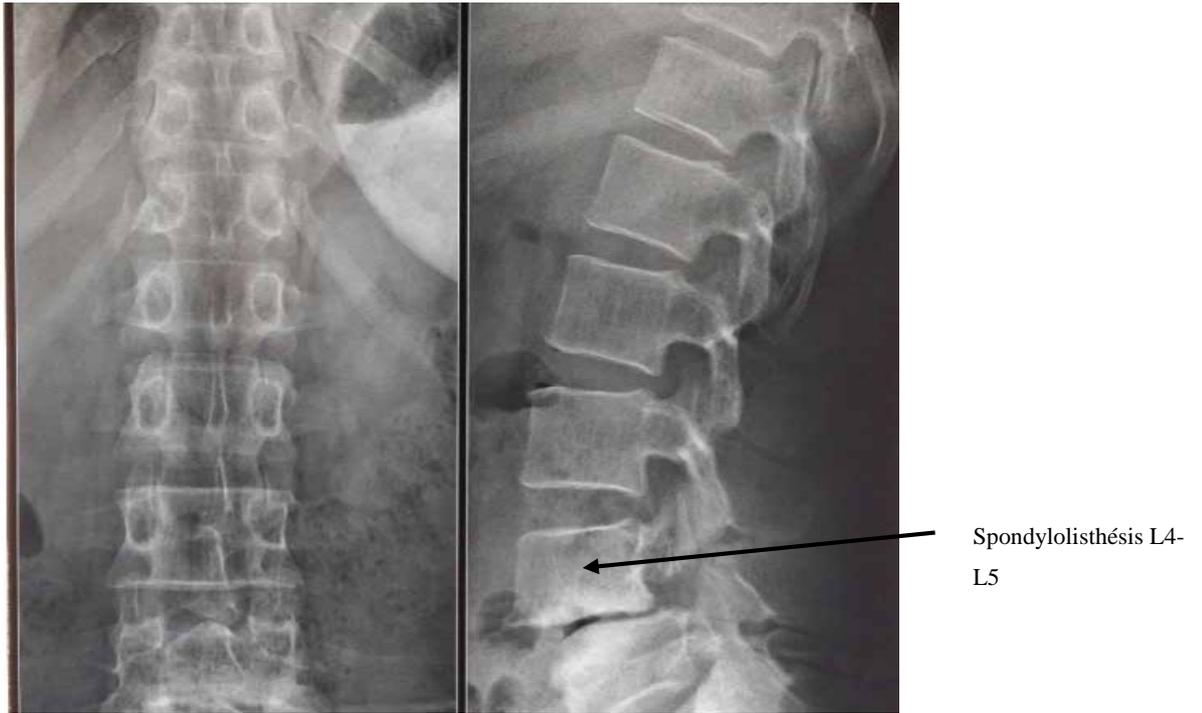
Radiographie standard du rachis lombo-sacré face et profil montrant un spondylolisthésis de L4 sur L5
